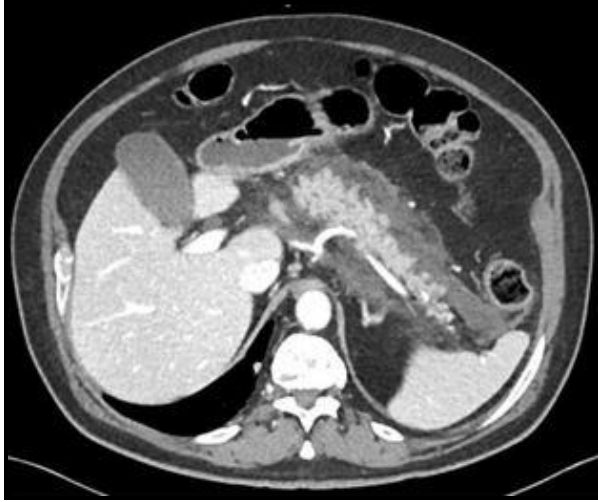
Pankreas boyun ve gövde kesiminde fokal ödemli görünüm (Balthazar B, BTŞİ 1).
